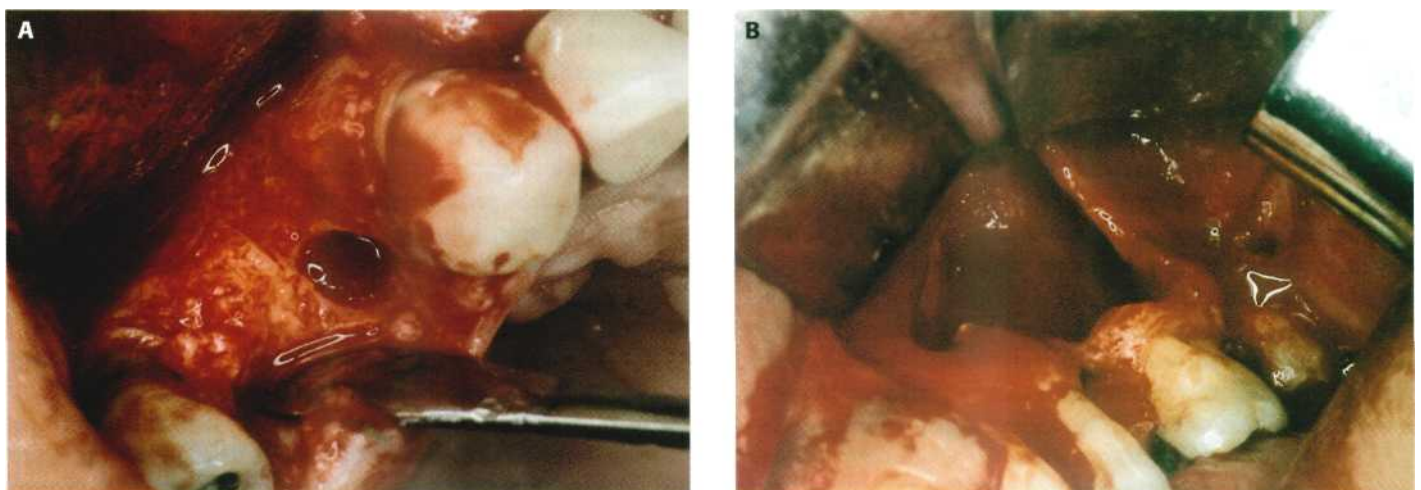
(A) Regularización ósea tras la extracción de un resto radicular (1.5). (B) Hemostasia cuidadosa de la zona quirúrgica (cirugía periapical del 2.4 y 2.6).
